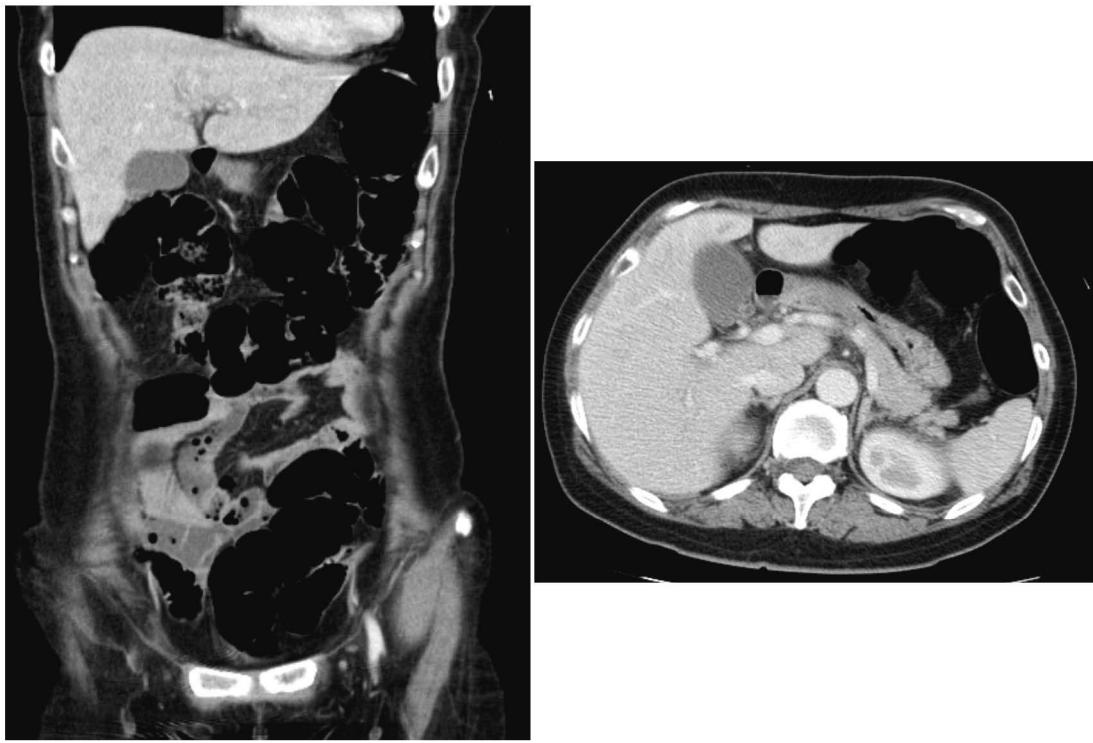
来院時CT 脾・脾・腎に特記すべき異常はなく、急性胆囊炎を疑う所見もなかった。
